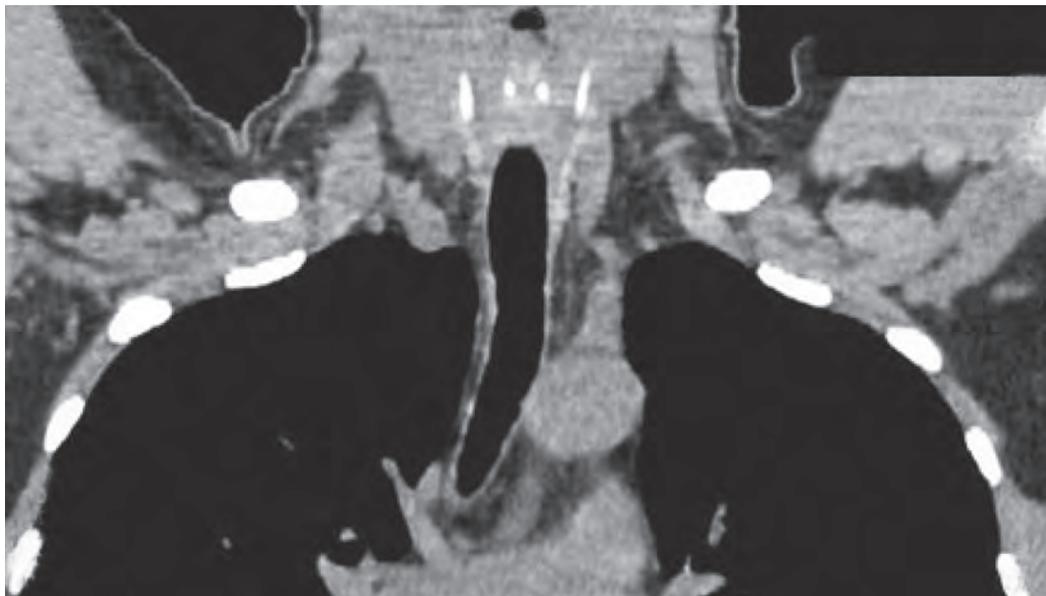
МСКТ пациентки после операции. Фронтальная реконструкция. Пройодимость трахеи восстановлена
